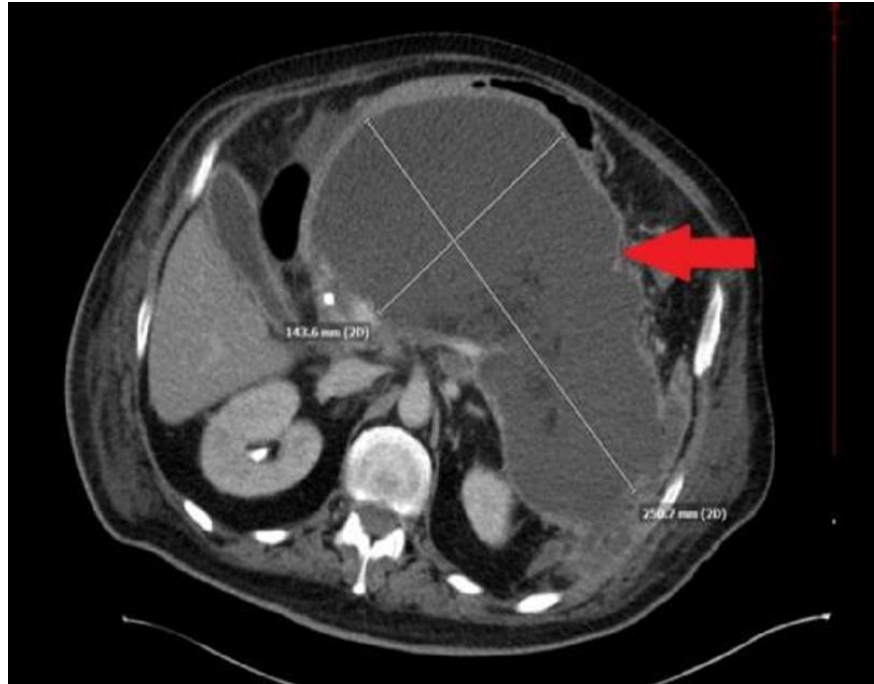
coupe transversale : TDM abdominal d'un des plus gros PKP de la littérature mesurant 25 cm de grand axe [45]
